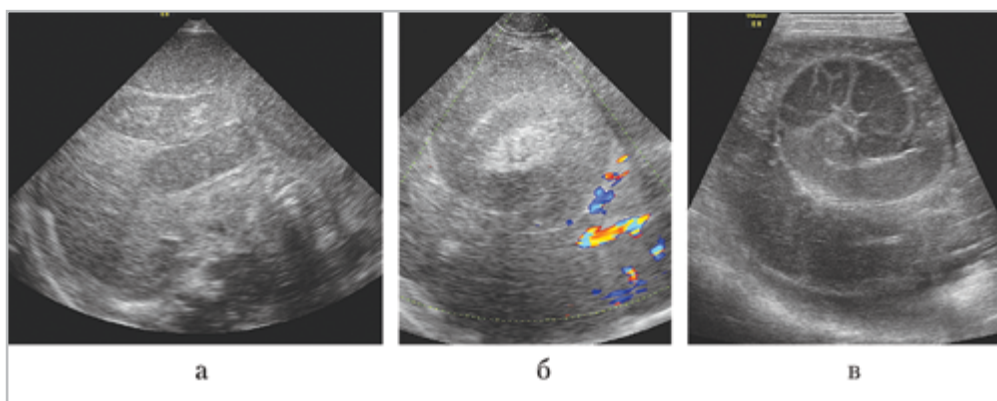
Результаты УЗИ: *а* — исследование в В-режиме, векторный датчик 8–10 МГц, сканирование в правом подреберье: определяются дилатированные кишечные петли до 26 мм в диаметре; *б* — линейный датчик 8–16 МГц, латеральный скан справа: определяется массивный многослойный заворот; *в* — векторный датчик, латеральный скан справа, цветное доплеровское сканирование: в кишечных петлях, вовлеченных в заворот, сосудистый рисунок не прослеживается
